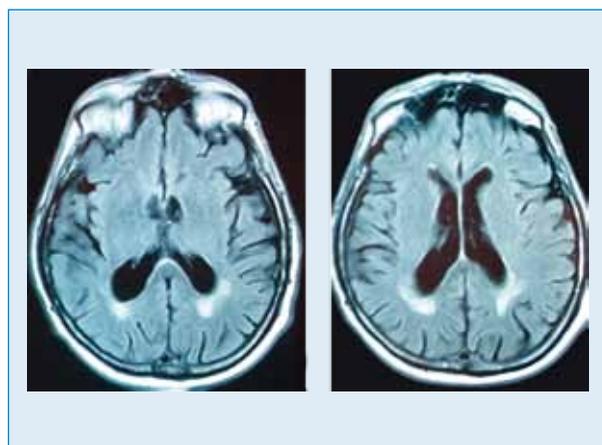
Resonancia magnética con gadolinio, de agosto de 2014. Leucoariosis leve a moderada. Signos involutivos difusos de grado leve, de grado moderado a nivel de los hipocampos, más pronunciados a la derecha.
